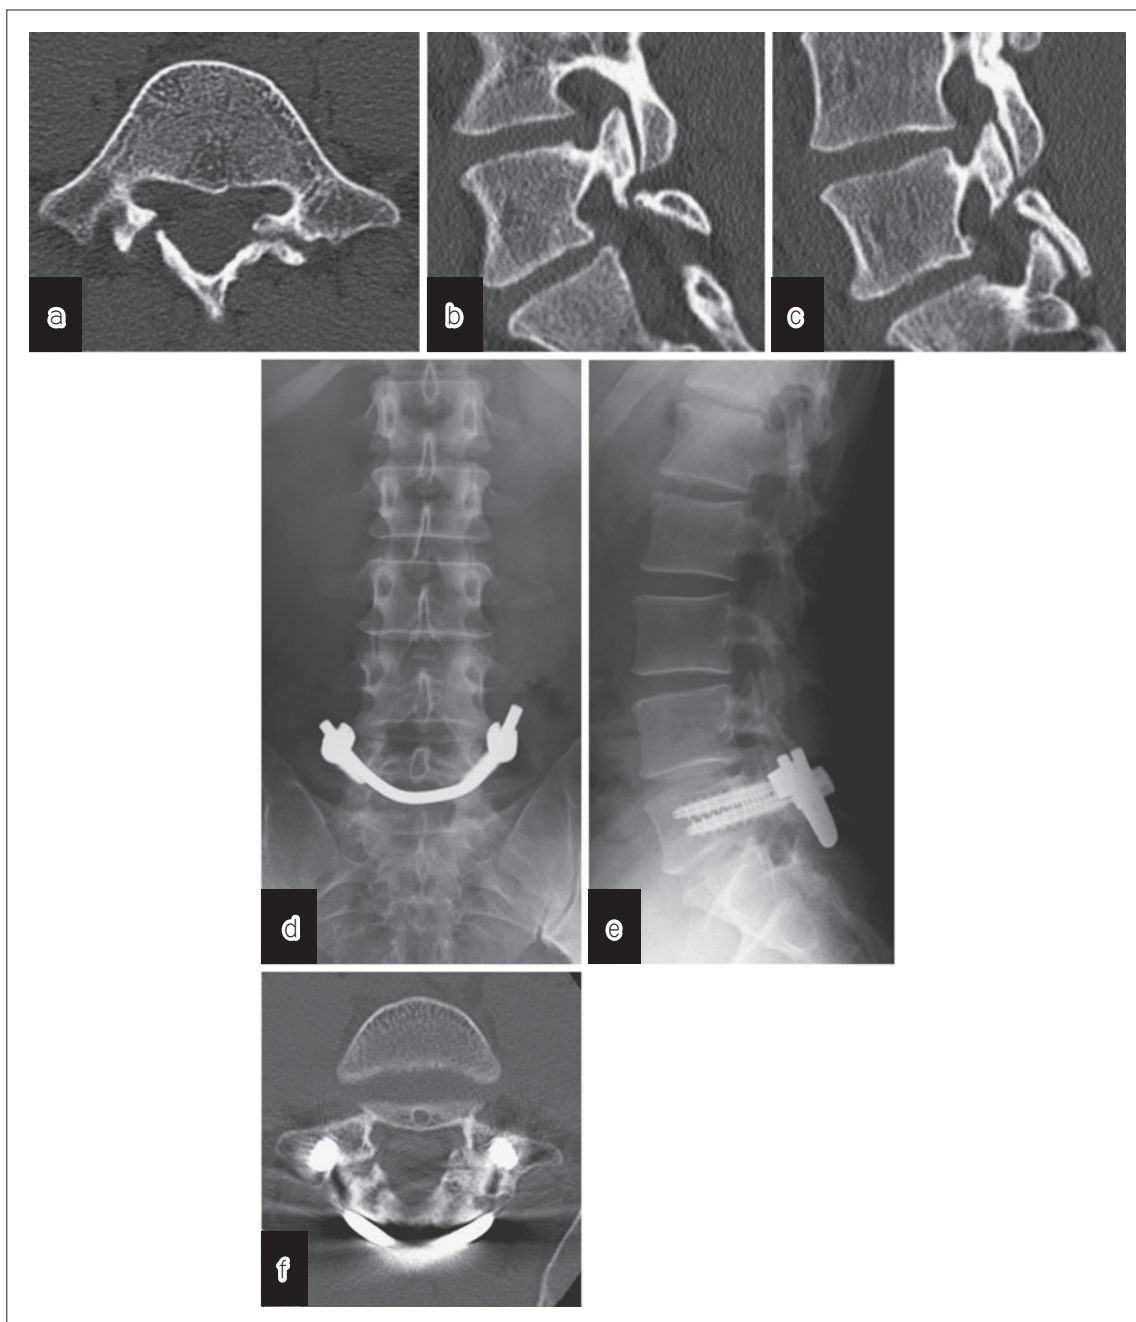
a CT 水平断像にて両側の関節突起間部の間隙と分離部硬化を認める。
